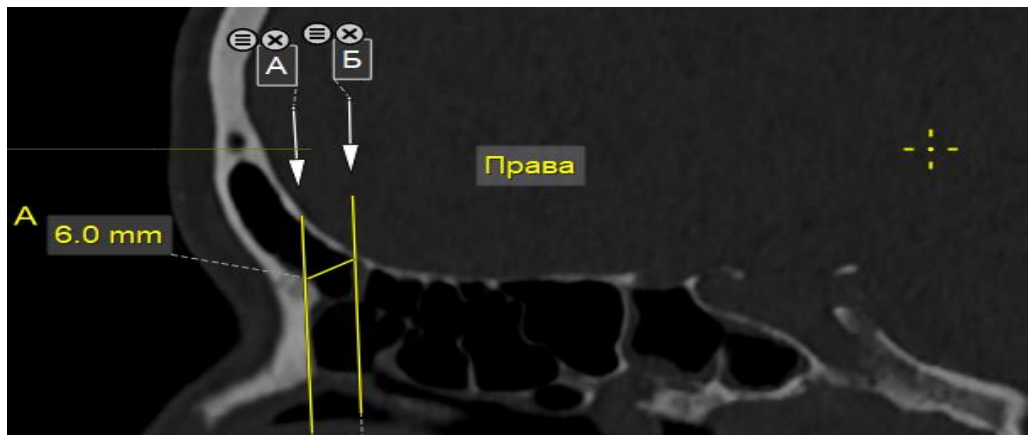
НЛС правої лобової пазухи з позитивною оцінкою та вузьким діаметром (Комп'ютерна томограма жінки 32 р.).
